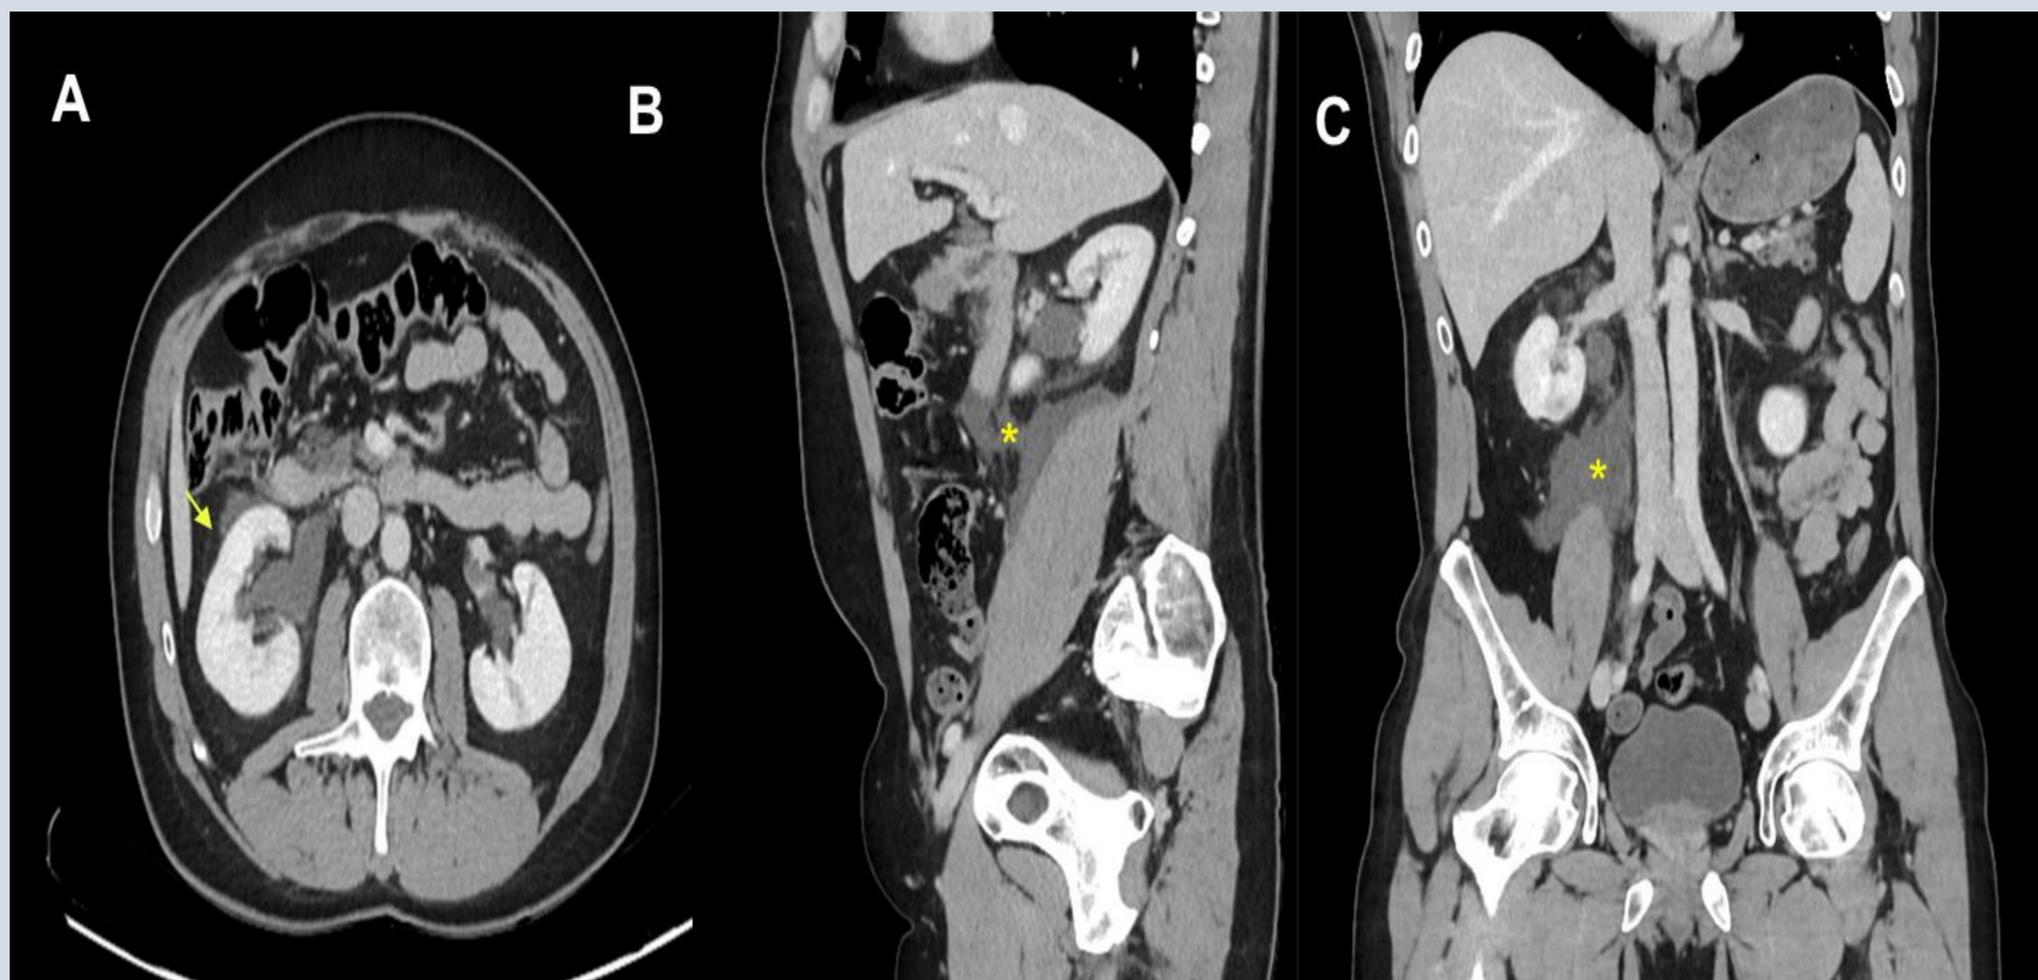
A, B, C: Corte axial, sagital y coronal de TC en fase portal. Ureterohidronefrosis derecha (flecha), llama la atención la irregularidad calicial con pérdida de definición del seno renal, con bandas de líquido en grasa perinefrítica y periureteral con extravasación de lo que parece ser medio de contraste (asterisco), se extiende a lo largo del músculo psoas en cantidad sustancialmente mayor al esperado borrado por edema en la nefritis, hallazgo sugerente de rotura del fónix papilocalicilar.
